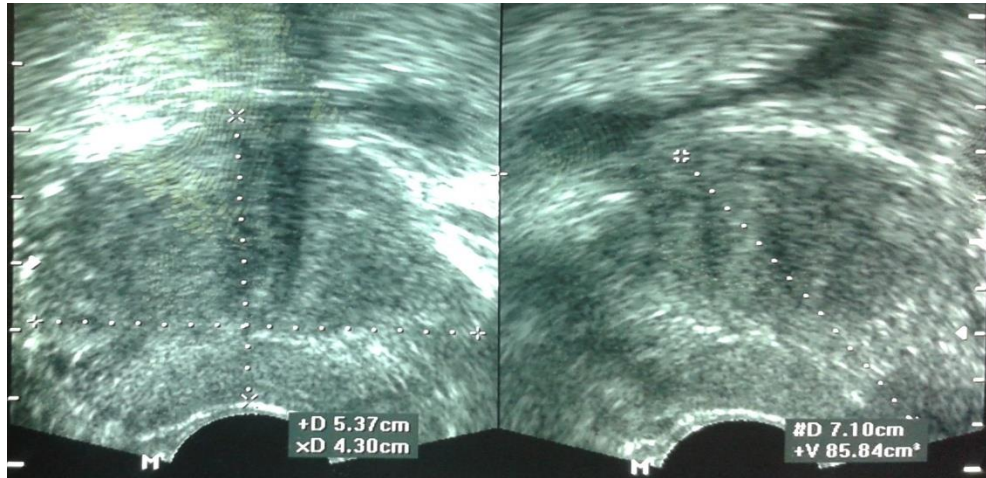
ultrasonido transrectal prostático donde se muestra como se mide la glándula, en sentido longitudinal, transverso y anteroposterior y se calcula el peso, expresado en gramos.
